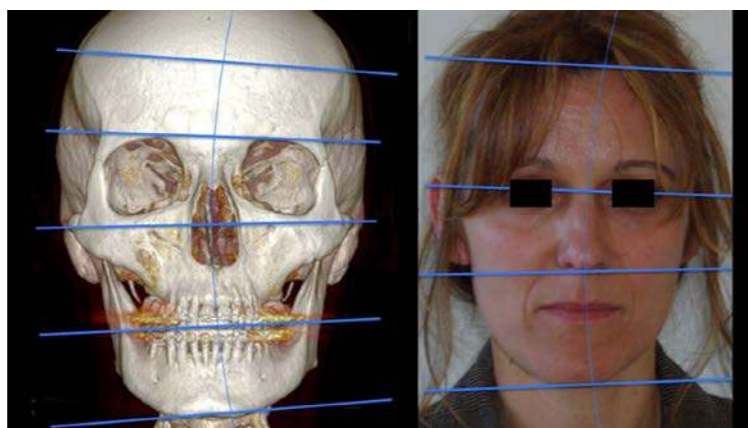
4 - 5: Examens radiographiques et faciaux préalables (vues frontales et sagittales)
